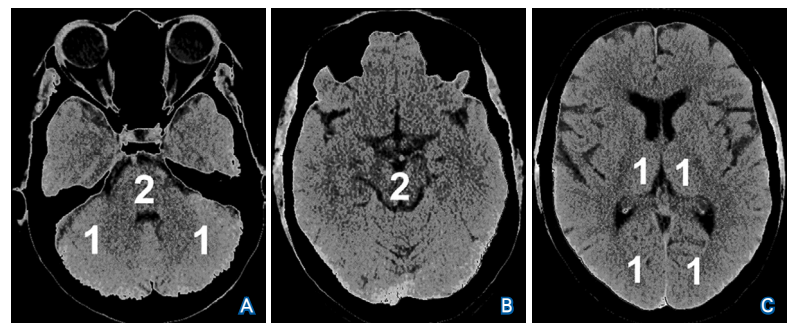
pc-ASPECTS评分的层面和脑结构区域划分<sup>[6]</sup>
